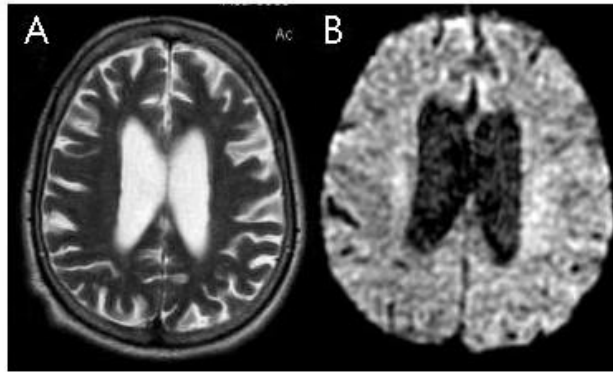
RM estrutural anatômica, ponderada em T2 (A) e ponderada em difusão (B), no plano axial de indivíduo normal.
